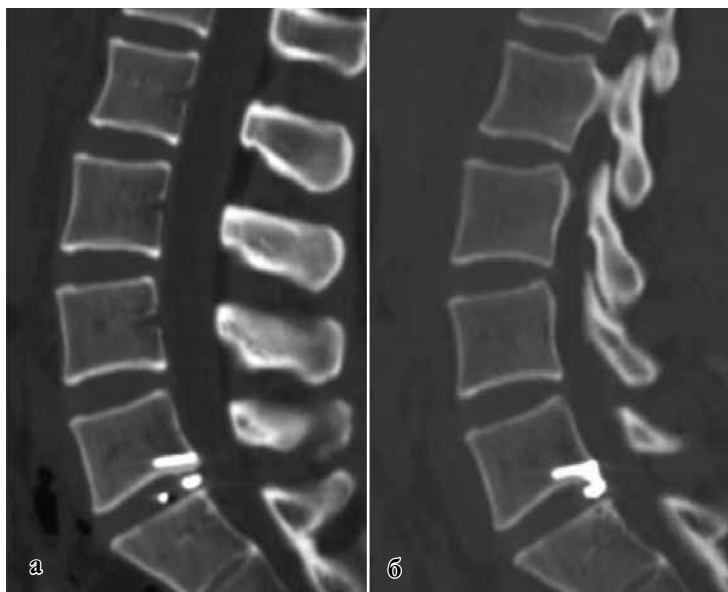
Данные МСКТ поясничного отдела позвоночника пациентки К. 27 лет через 6 (а) и 12 (б) месяцев после оперативного вмешательства
